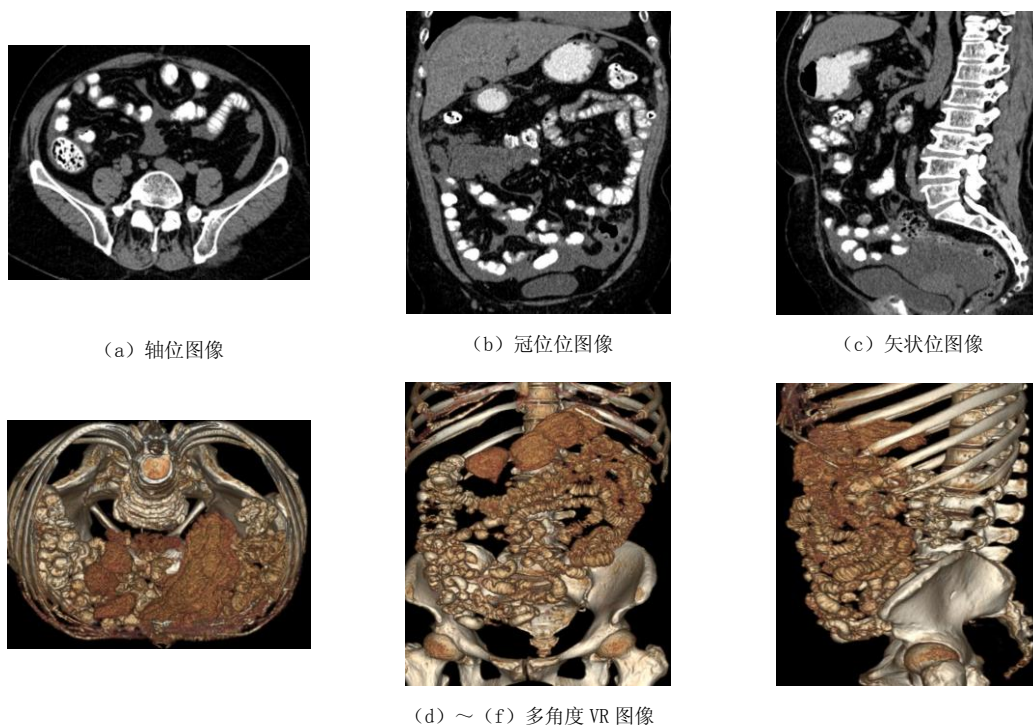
PMP 患者，术中证实无小肠系膜挛缩，CT 示小肠袢均匀分布在腹盆腔内，未见小肠袢聚集改变
